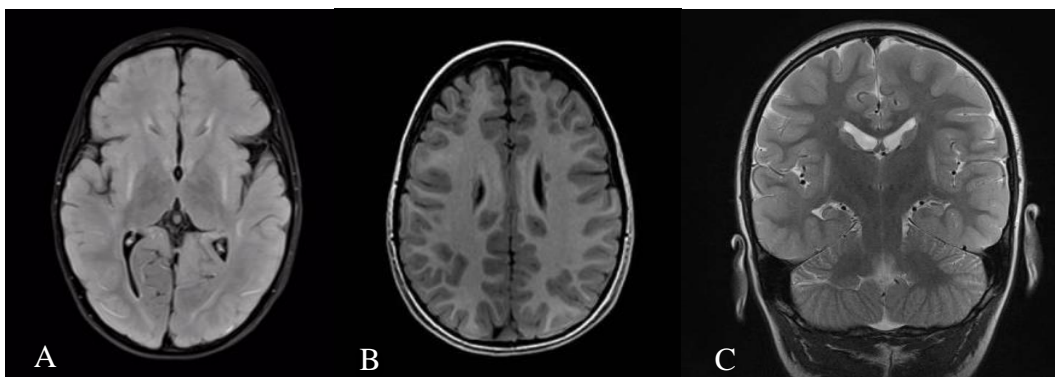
RM do caso 1.1. Corte Axial FLAIR (A) evidenciando atrofia e hipersinal bilateral das porções posteriores do putâmen; Axial T1 (B), revelando heterotopia nodular subependimária da substância cinzenta e Coronal T2 (C), com atrofia e hipersinal hipocampal
